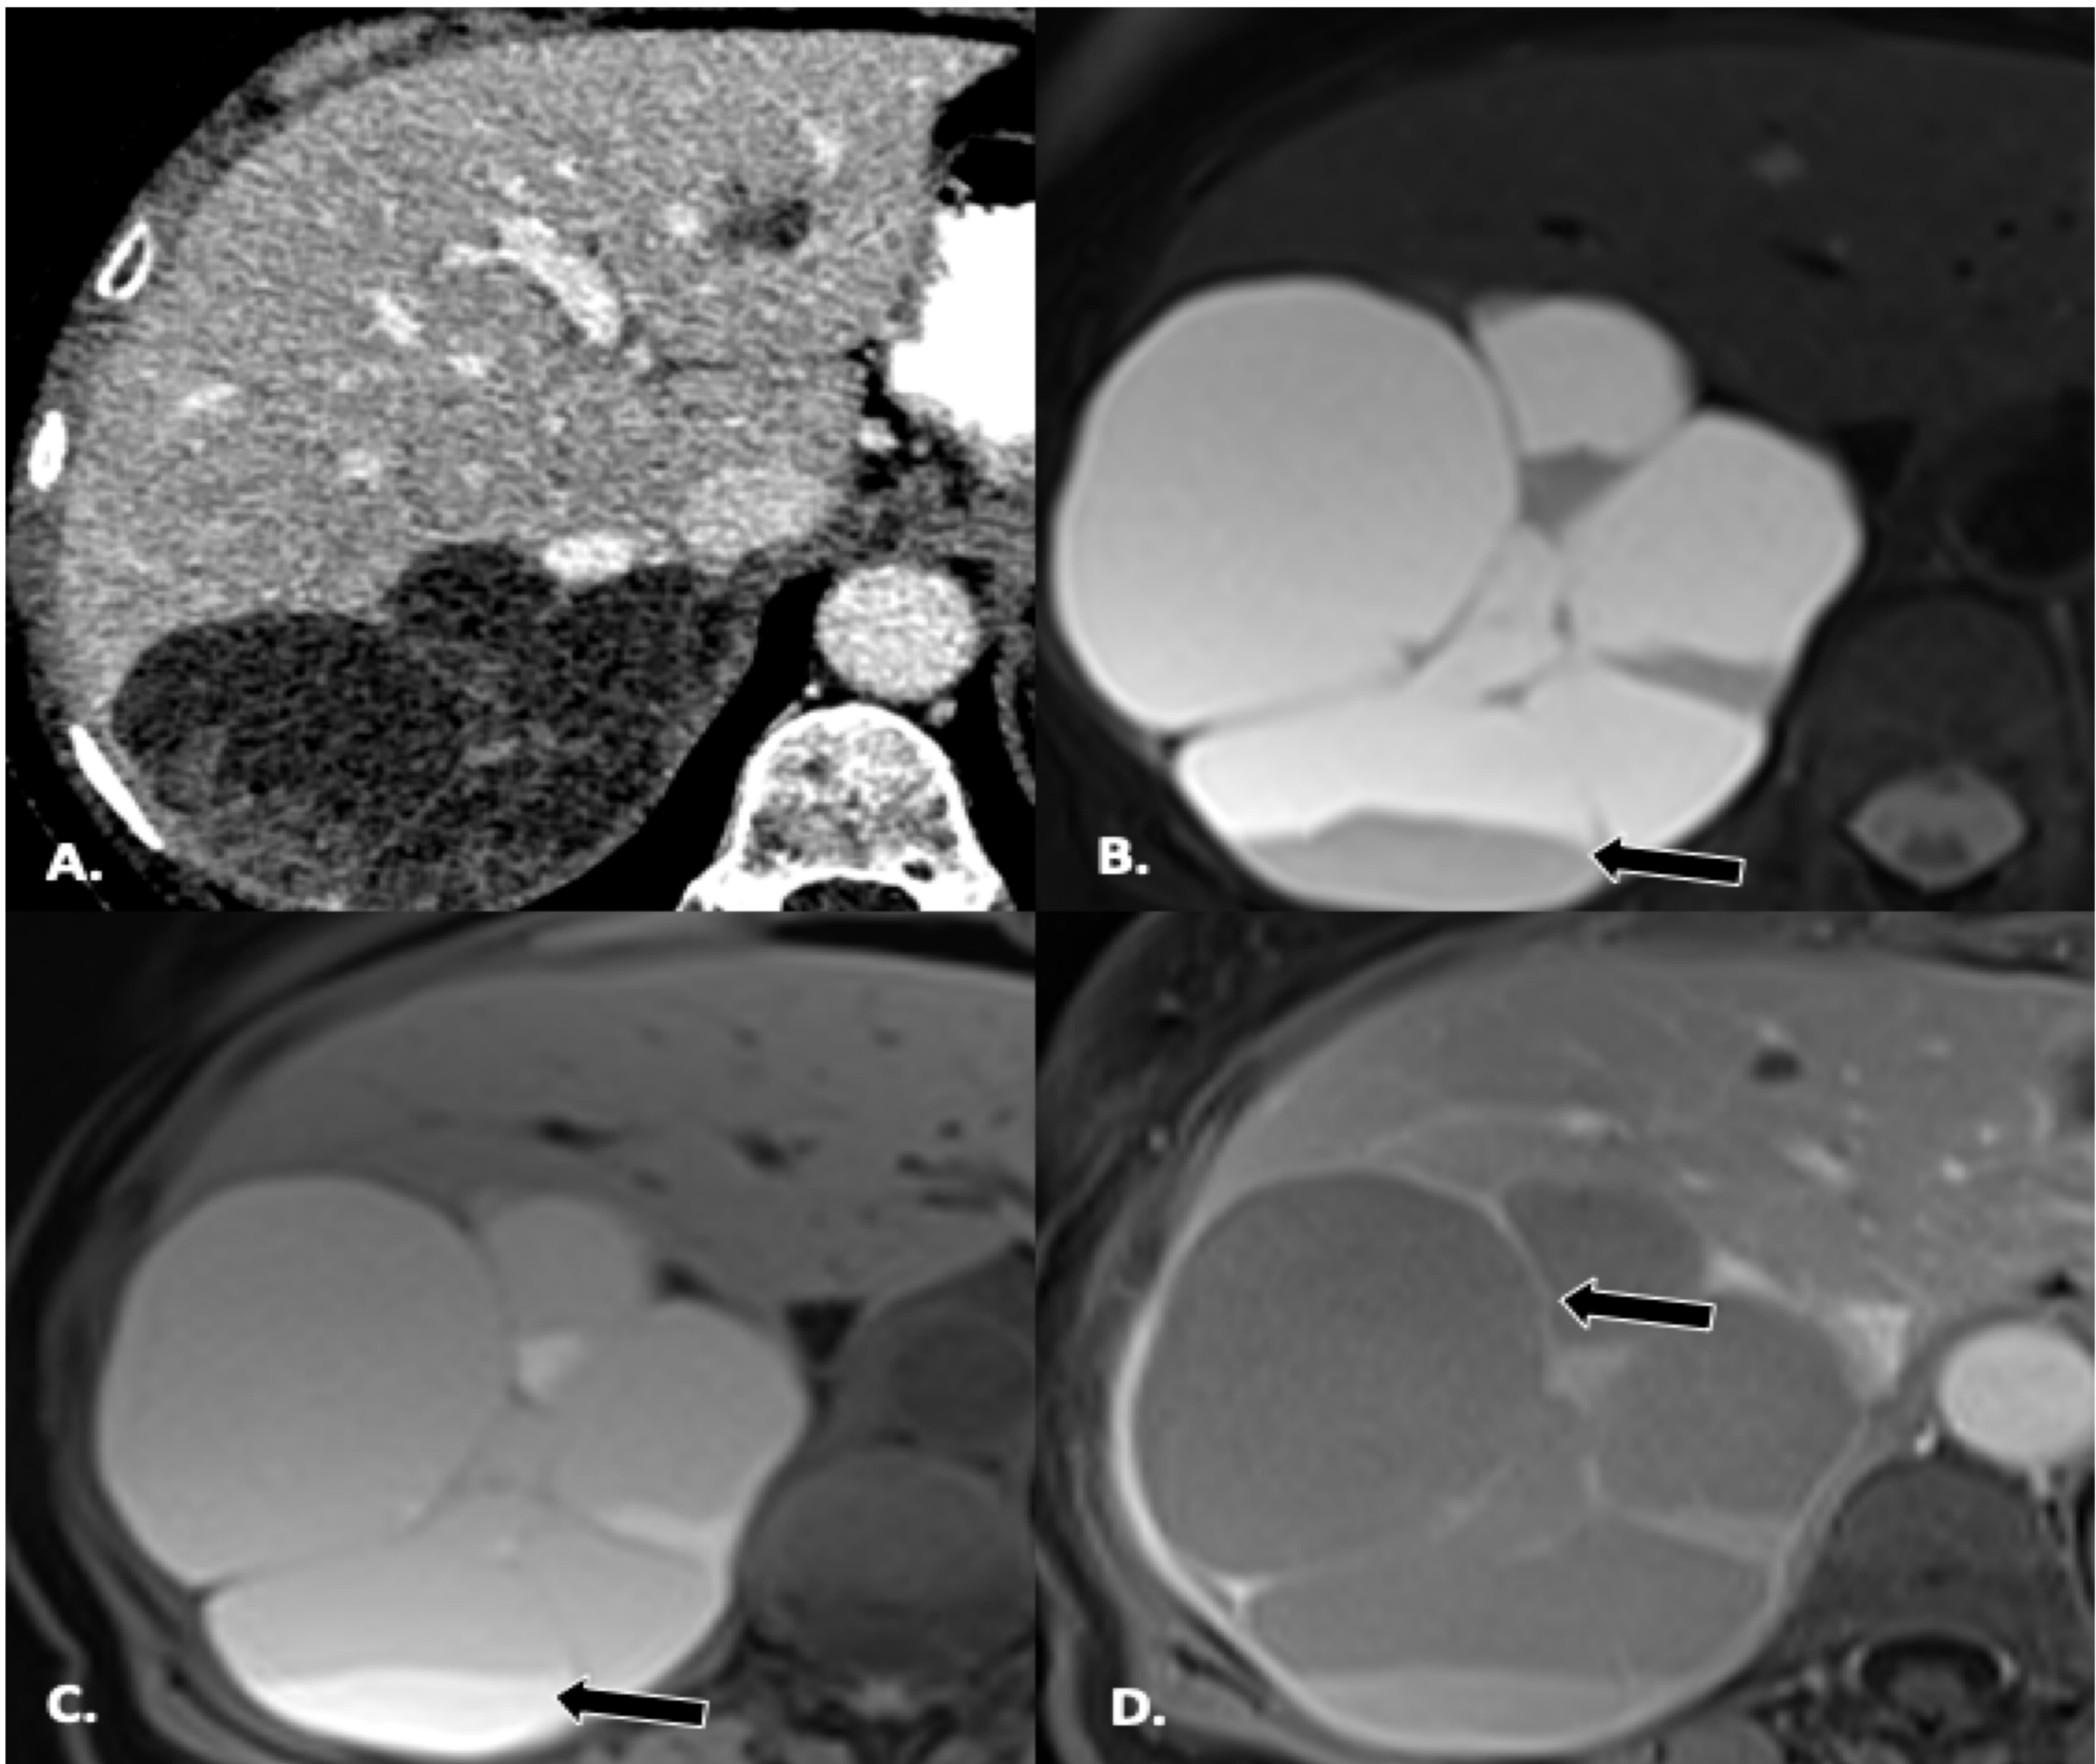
Quiste biliar complicado con hemorragia en mujer de 74 años con antecedentes de rectal. (A) TC en fase portal muestra gran masa quística lobulada, multiseptada, bien definida e hipodensa en el lóbulo hepático derecho. Se observa un nivel líquido-fluido dentro de la luz del quiste, estas áreas son hipointensas en T2W, hiperintensas en T1 W(C) y mantienen esta intensidad de señal en T1W-vibe-FS(C), indicando hemorragia. (D) Imagen axial de RM en secuencias T1-FS con contraste iv que muestra un fino realce periférico y septal.
